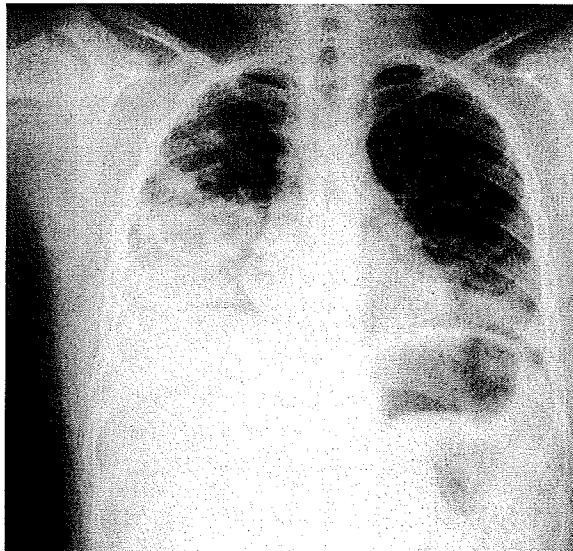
症例1入院初日（2009/04/06）胸部単純写真
